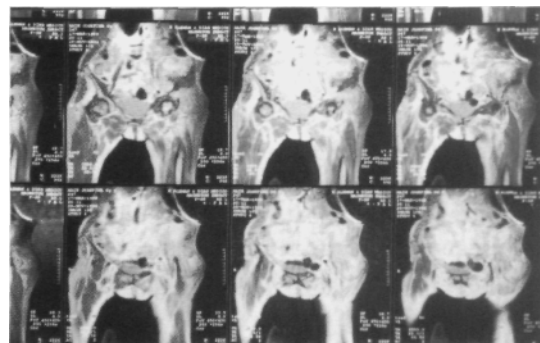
RMN T2 (28/11/94) (cortes frontales).
